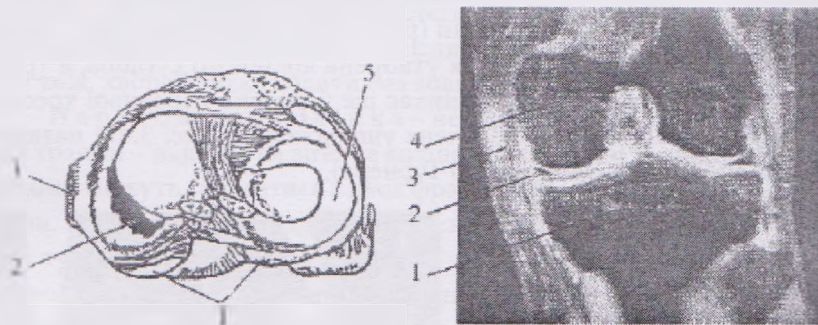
Травма правого колінного суглоба: а – вид зверху на внутрішньосуглобову поверхню; б – магніто-резонансна томографія суглоба (коронарна площина); 1 – великогомілкова кістка; 2 – ушкоджений внутрішній меніск; 3 – ушкоджена внутрішня бокова зв'язка; 4 – внутрішній виросток стегна; 5 – зовнішній меніск
